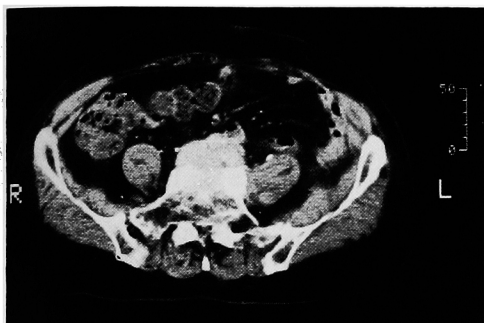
Abdominal CT (27 months after operation): The retroperitoneal mass remarkably reduces in comparison with the mass shown in Fig. 3.
